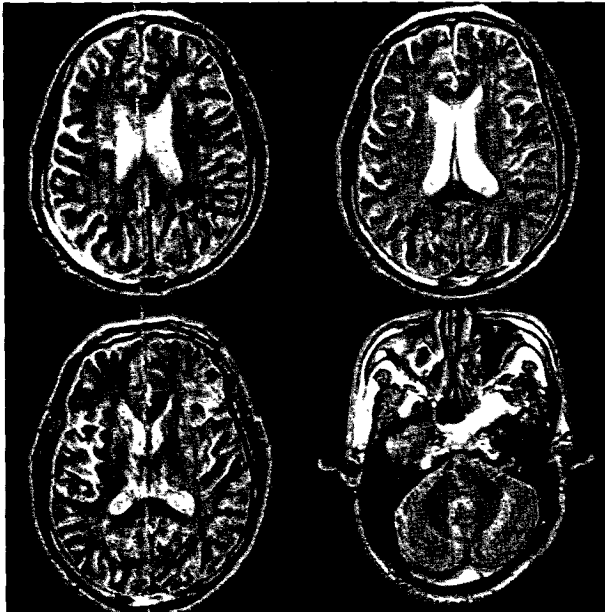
T2-weighted MR images show multiple small high signal intensities in the periventricular white matter and high signal intensities in both distal ICAs (October 6, 2001)
